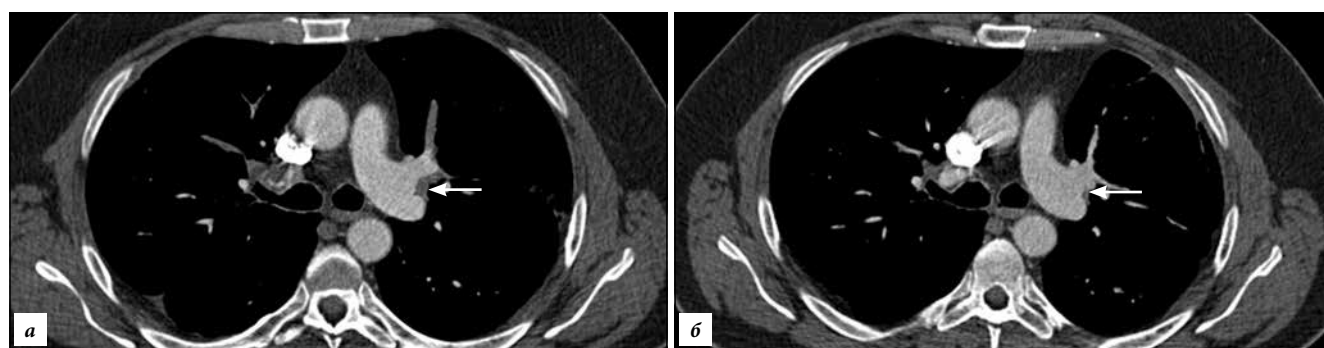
Мужчина 48 лет, МСКТ-ангиопульмонография в динамике:
